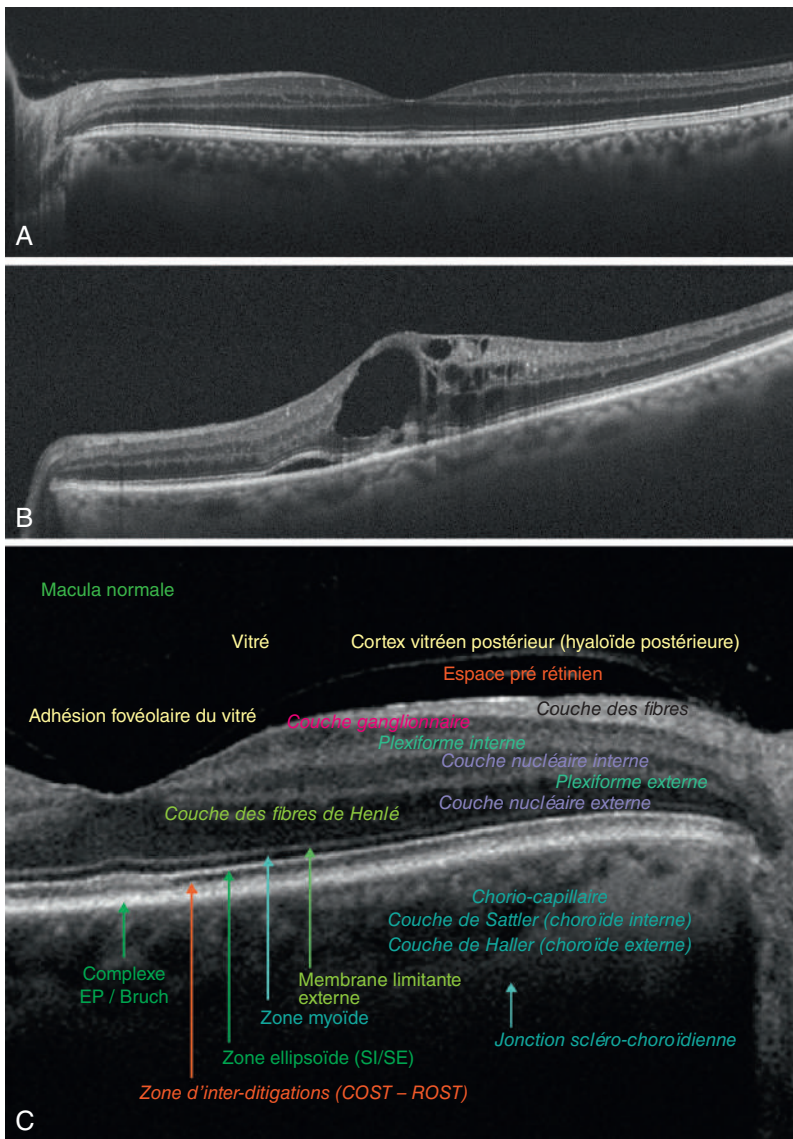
Image en tomographie en cohérence optique (OCT).
